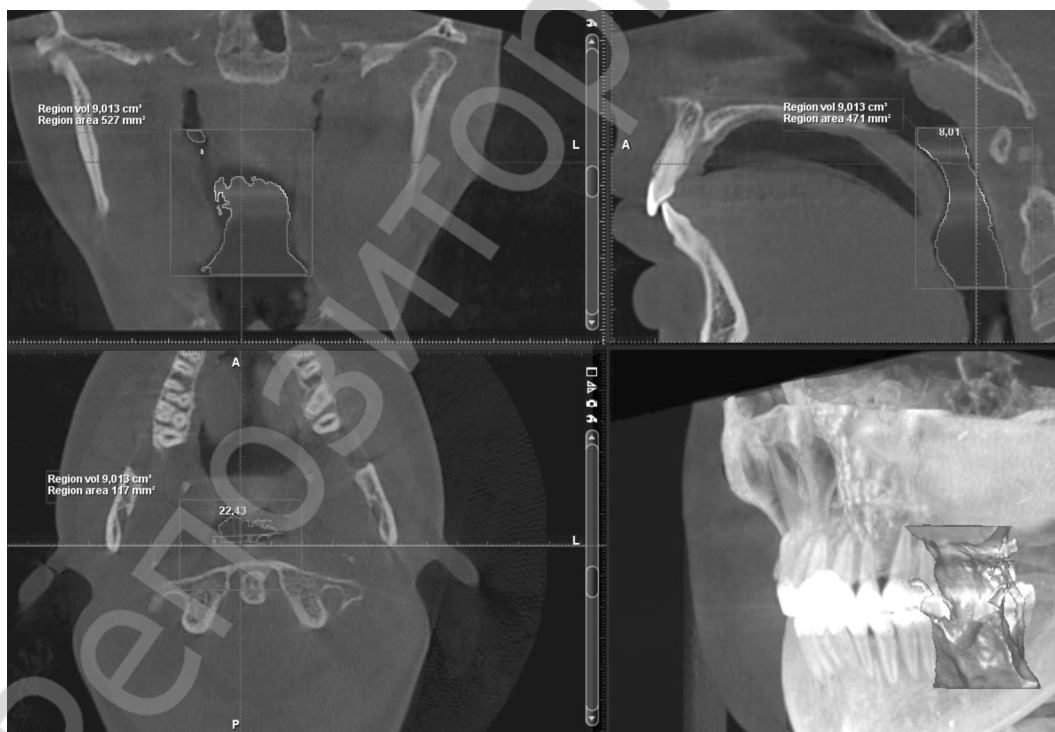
Сегментированные срезы компьютерной томограммы и 3D реконструкции верхних дыхательных путей у здорового пациента
